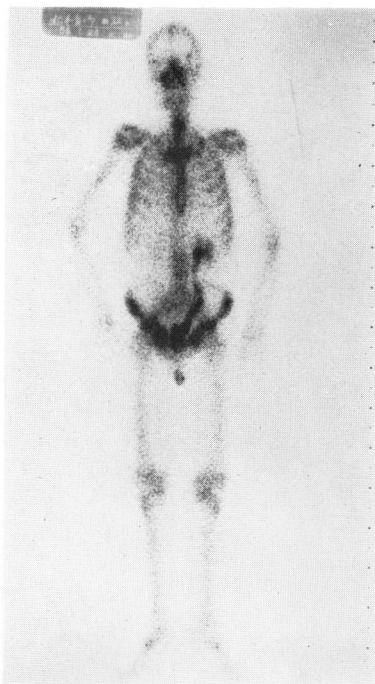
Bone scintigram on January 24, '80: New lesions are found in the iliosacral joint.
